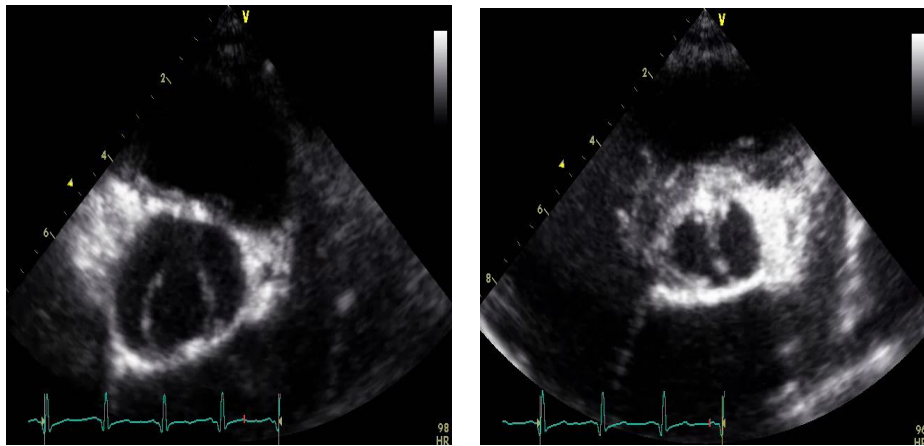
BA en systole et en diastole en coupe parasternale petit axe.
